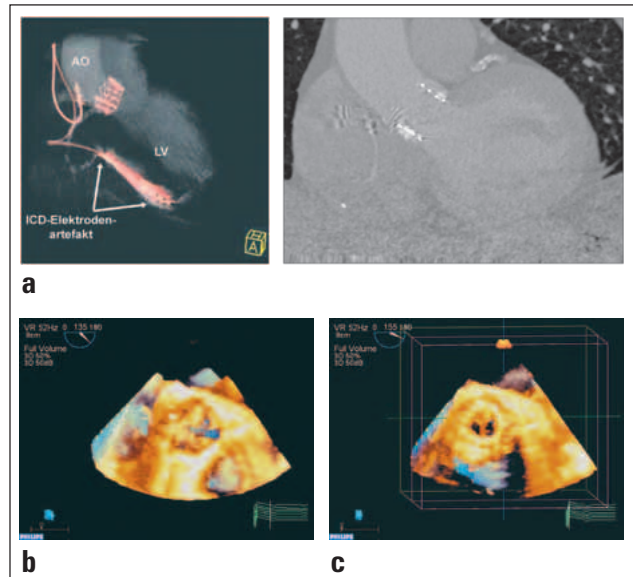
Neue Methoden zur Beurteilung des Implantationsergebnisses: Die Darstellung mittels Dual-Source-Computertomographie (a) erlaubt die exakte Lagekontrolle der Prothese. Die transösophageale Echtzeit-3D-Echokardiographie ermöglicht sowohl eine morphologische als auch eine funktionelle Aussage über die native Klappen (b) und die implantierte Prothese (c), ggf. auch intraoperativ.
